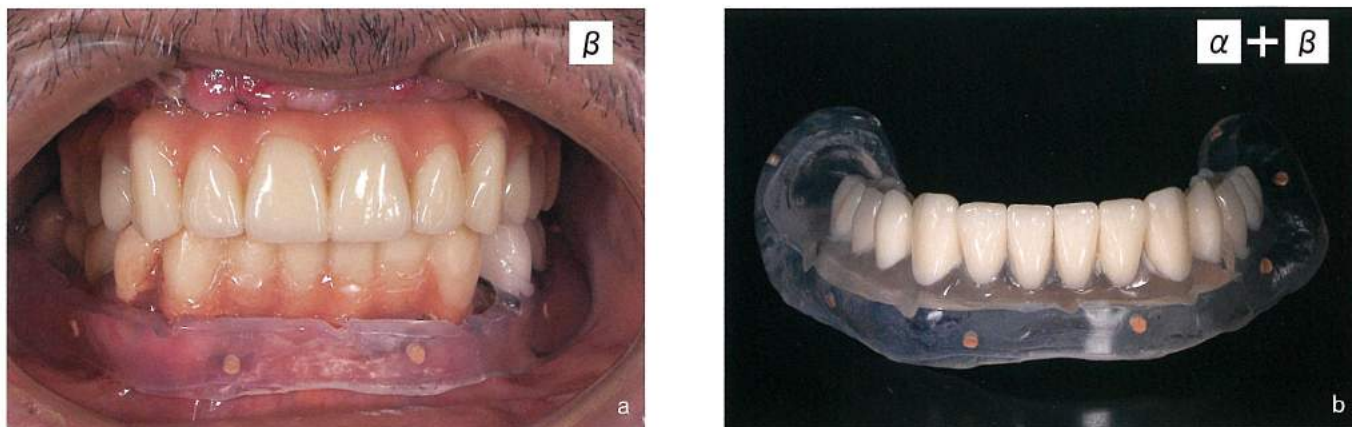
b  $\beta$ のみを口腔内に装着した状態(a)でCT撮影を行ったデータと、 $\alpha$ と $\beta$ を合体させたラジオグラフィックガイド単体(b)のスカンデータを合成(ダブルスキャン)し、その合成されたデータで3Dプランニングを行う。Type Aは、残存歯が多い場合に床部分が口腔内で不安定になるというデメリットがある。
